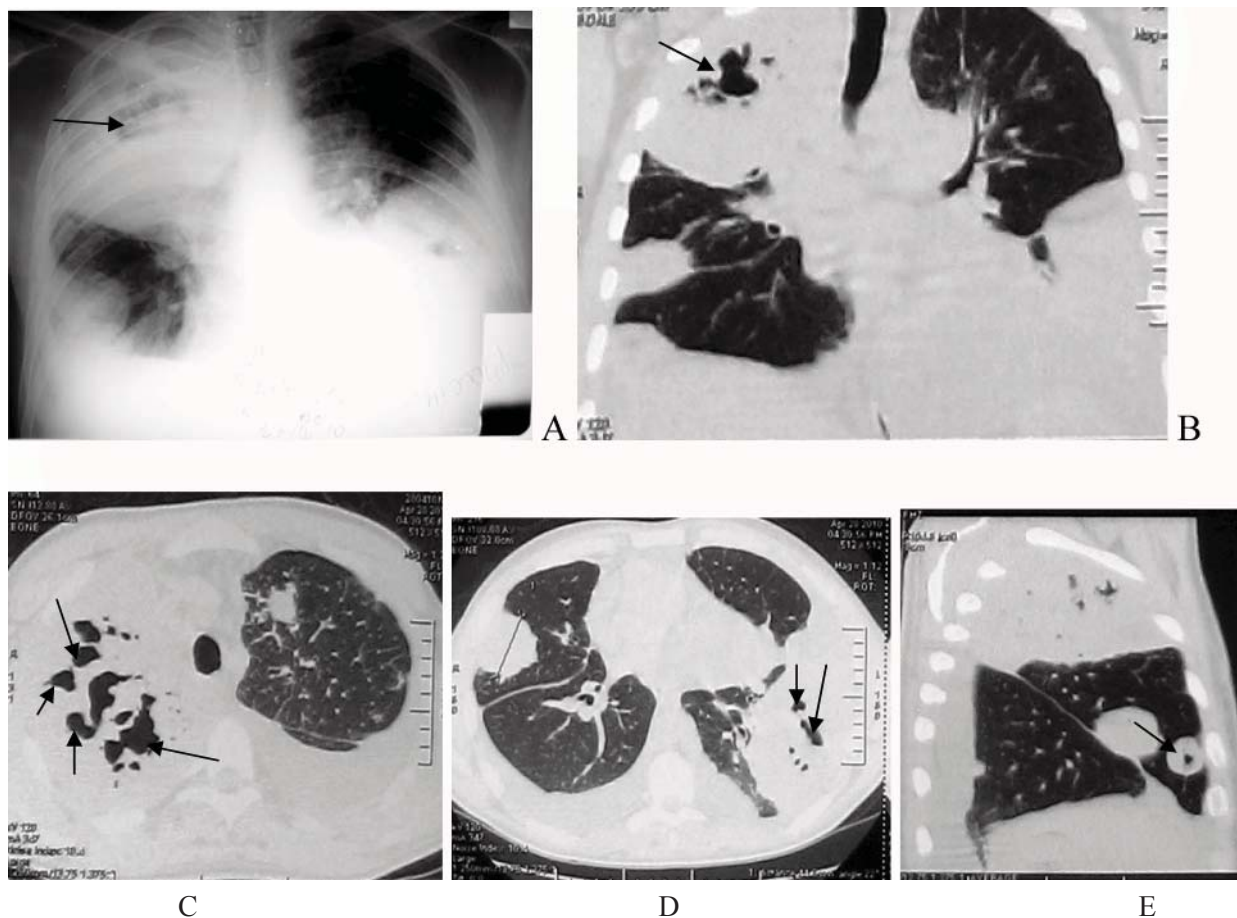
Radiografia și HRCT pulmonară efectuată la 2 luni de la debutul bolii au pus în evidență focare infiltrative masive cu distrucții multiple (săgeți), ce afectează total lobul superior pe dreapta și lobul inferior pe stânga, focare nodulare multiple de dimensiuni 15-35 mm cu semne de distrucție. Revărsat pleural bilateral
